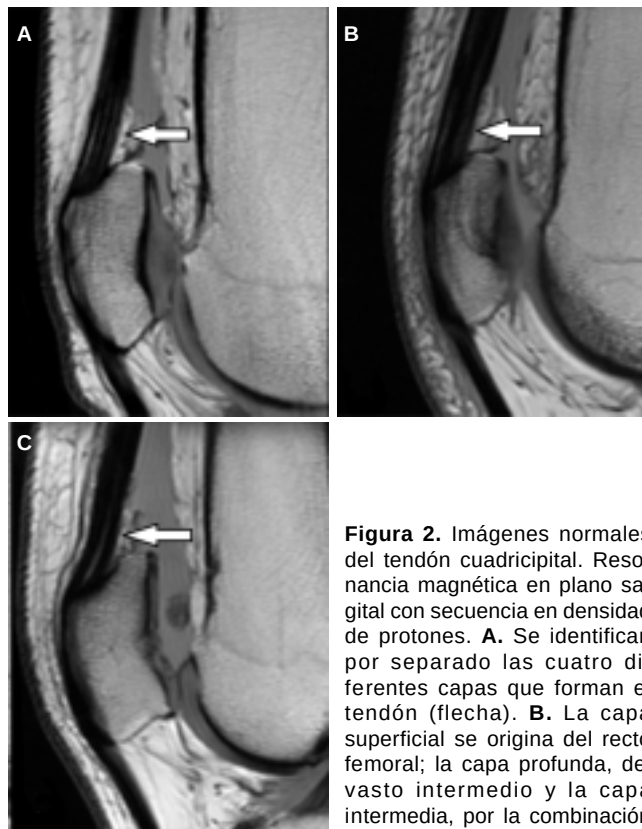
Imágenes normales del tendón cuadricipital. Resonancia magnética en plano sagital con secuencia en densidad de protones. A. Se identifican por separado las cuatro diferentes capas que forman el tendón (flecha). B. La capa superficial se origina del recto femoral; la capa profunda, del vasto intermedio y la capa intermedia, por la combinación de las capas de los vastos medial y lateral (flecha) C. La capa superficial es de mayor grosor que la capa profunda, lo que indica que se encuentra fusionada con la capa media (flecha). (Imágenes adquiridas en la Unidad de Resonancia Magnética del Hospital Medica Sur).
